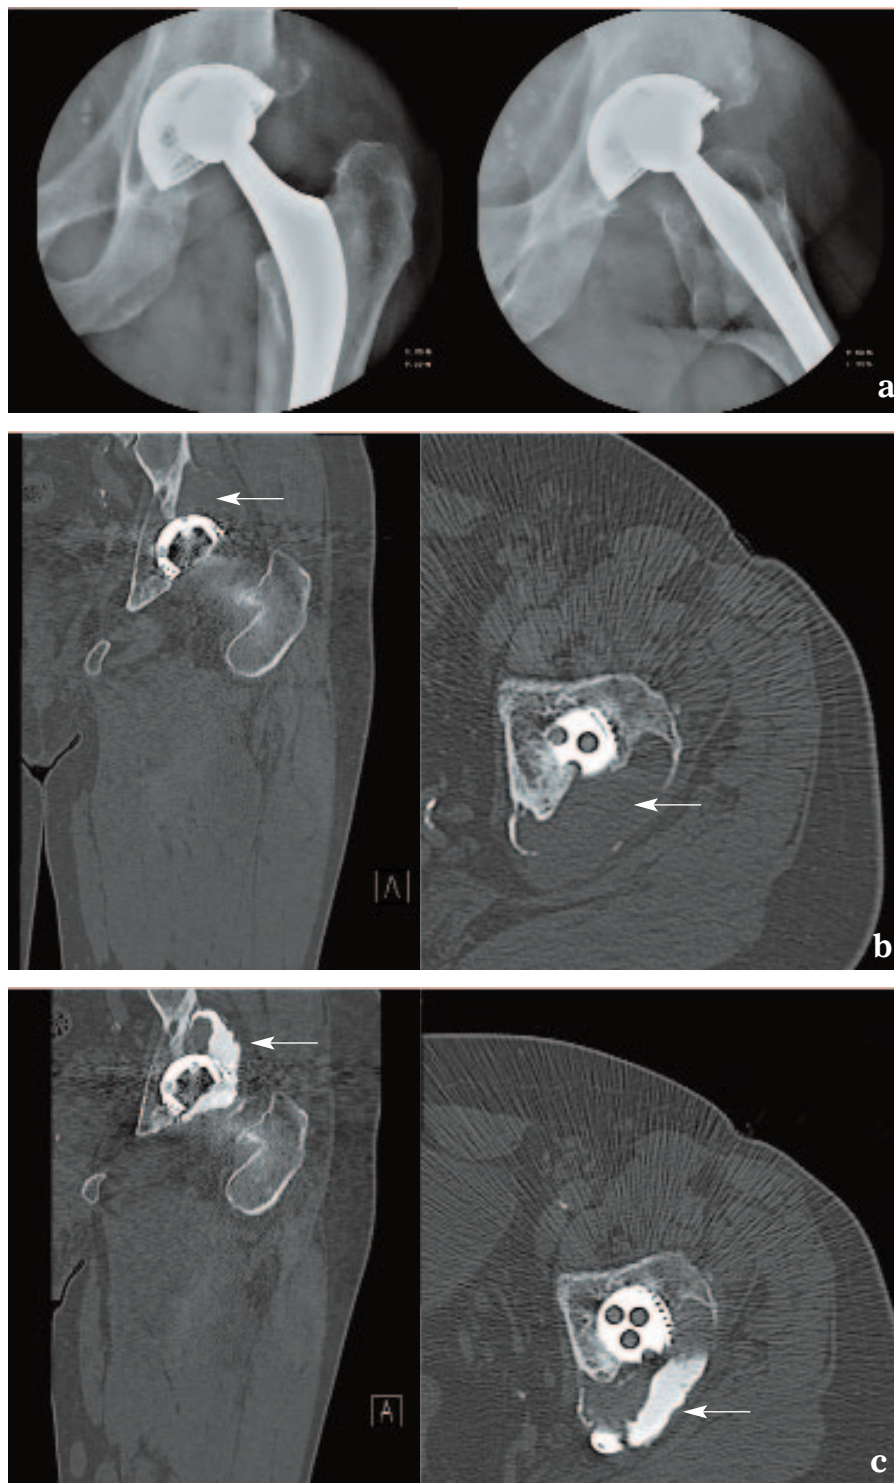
Granulome acétabulaire - a) radiographies ; b) scanner ; c) arthroscanner
